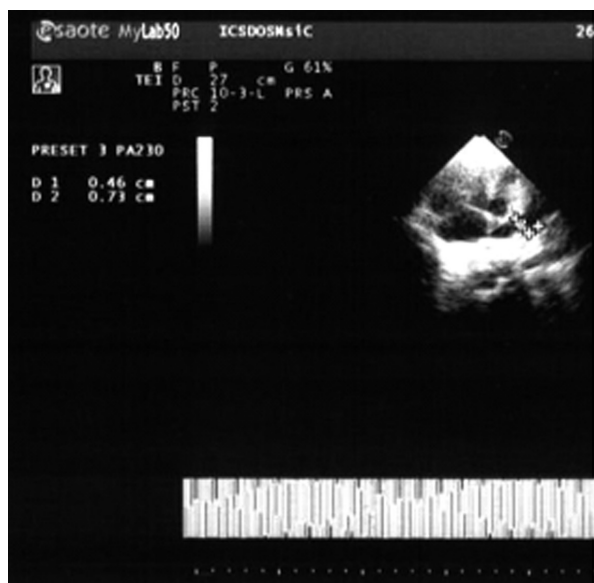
EcoCG Doppler. Îngustarea arterei pulmonare drepte.
